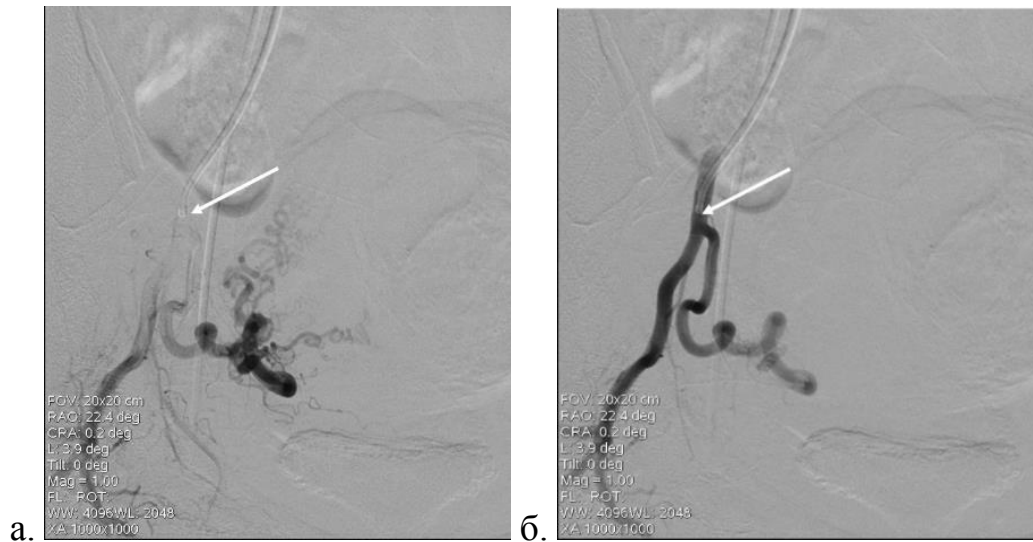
Пациентка Б., 49 лет; 051ВТВ; цифровая рентгеновская ангиография в процессе ЭМА, катетер (стрелка) в правой внутренней подвздошной артерии, а) перед введением эмболов видны извитые ветви маточной артерии б) после введения эмболизата – картина «дерева с обрубленными ветвями»
